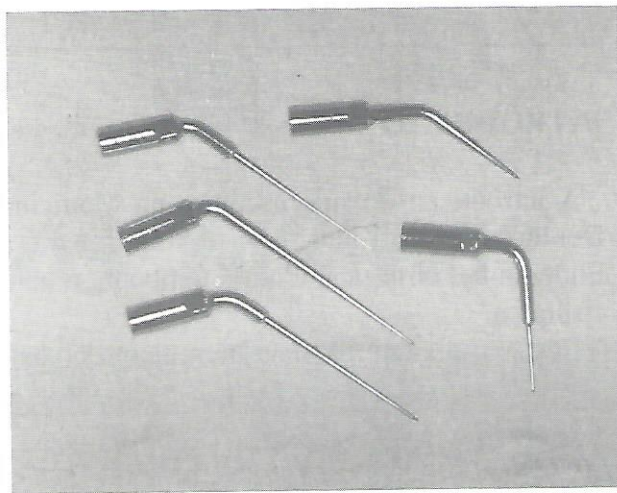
Pontas CT4, SJ4, SP1, SP2 e SP3 para unidade de ultrasons piezo-electrica EIE.
